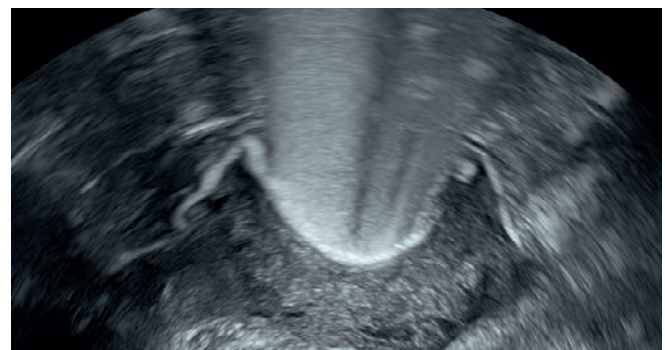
Unauffällige Darstellung der Tuben mittels Kontrastmittelsonographie
